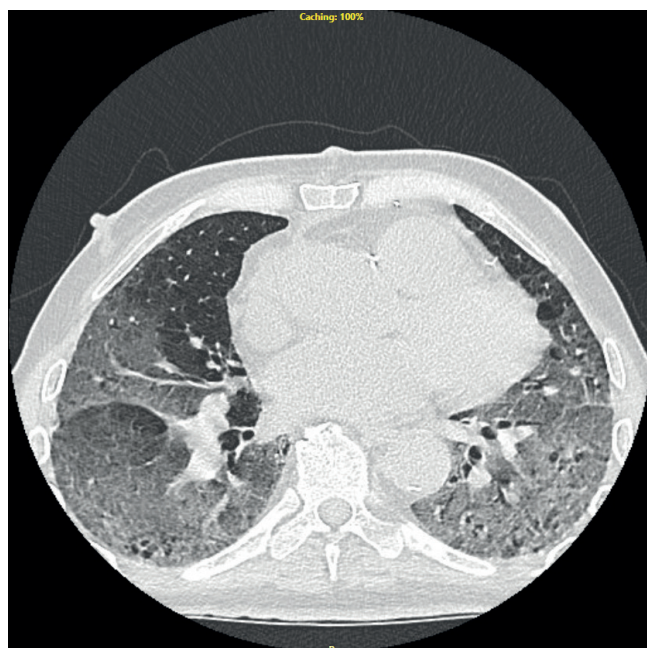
КТ грудной клетки пациента на 4 сут. после КШ с признаками вирусной пневмонии.
